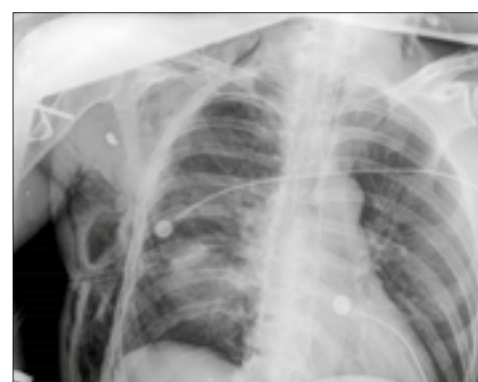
Рентгенограма ОГК у прямій проекції, післяопераційний період
